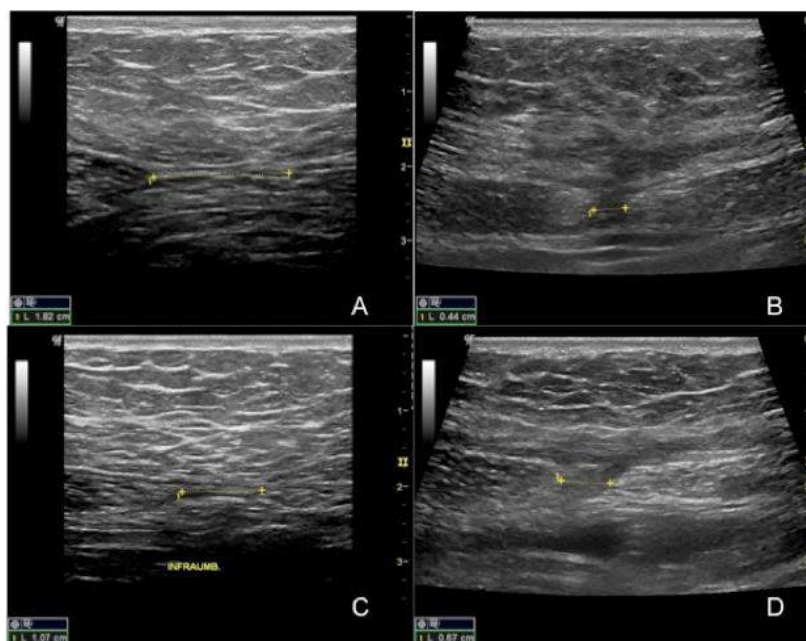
Ultrassonografia da paciente n11 do grupo Estudo I, medida entre os músculos retos do abdome. A) medida pré-operatória 3 cm acima do umbigo. B) Medida pós-operatória de 6 meses 3 cm acima do umbigo. C) Medida pré-operatória 2 cm abaixo do umbigo. D) Medida pós-operatória de 6 meses 2 cm abaixo do umbigo.
